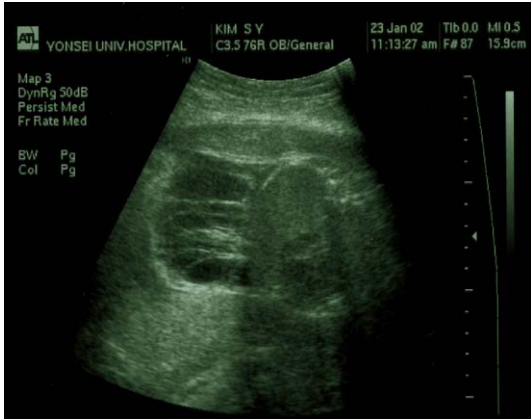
증례 4: 임신 30주에 시행한 초음파: 우측 흉벽 측면의 cystic mass.
